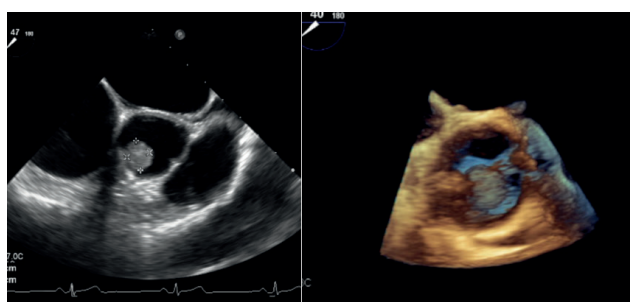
Masa en válvula aórtica compatible con Fibroelastoma papilar. Izquierda: Ecocardiograma transesofágico 2D, corte transversal a nivel de válvula aórtica, 47 grados. Derecha: Ecocardiograma transesofágico 3D. (Imagen de Hospital Metropolitano).
